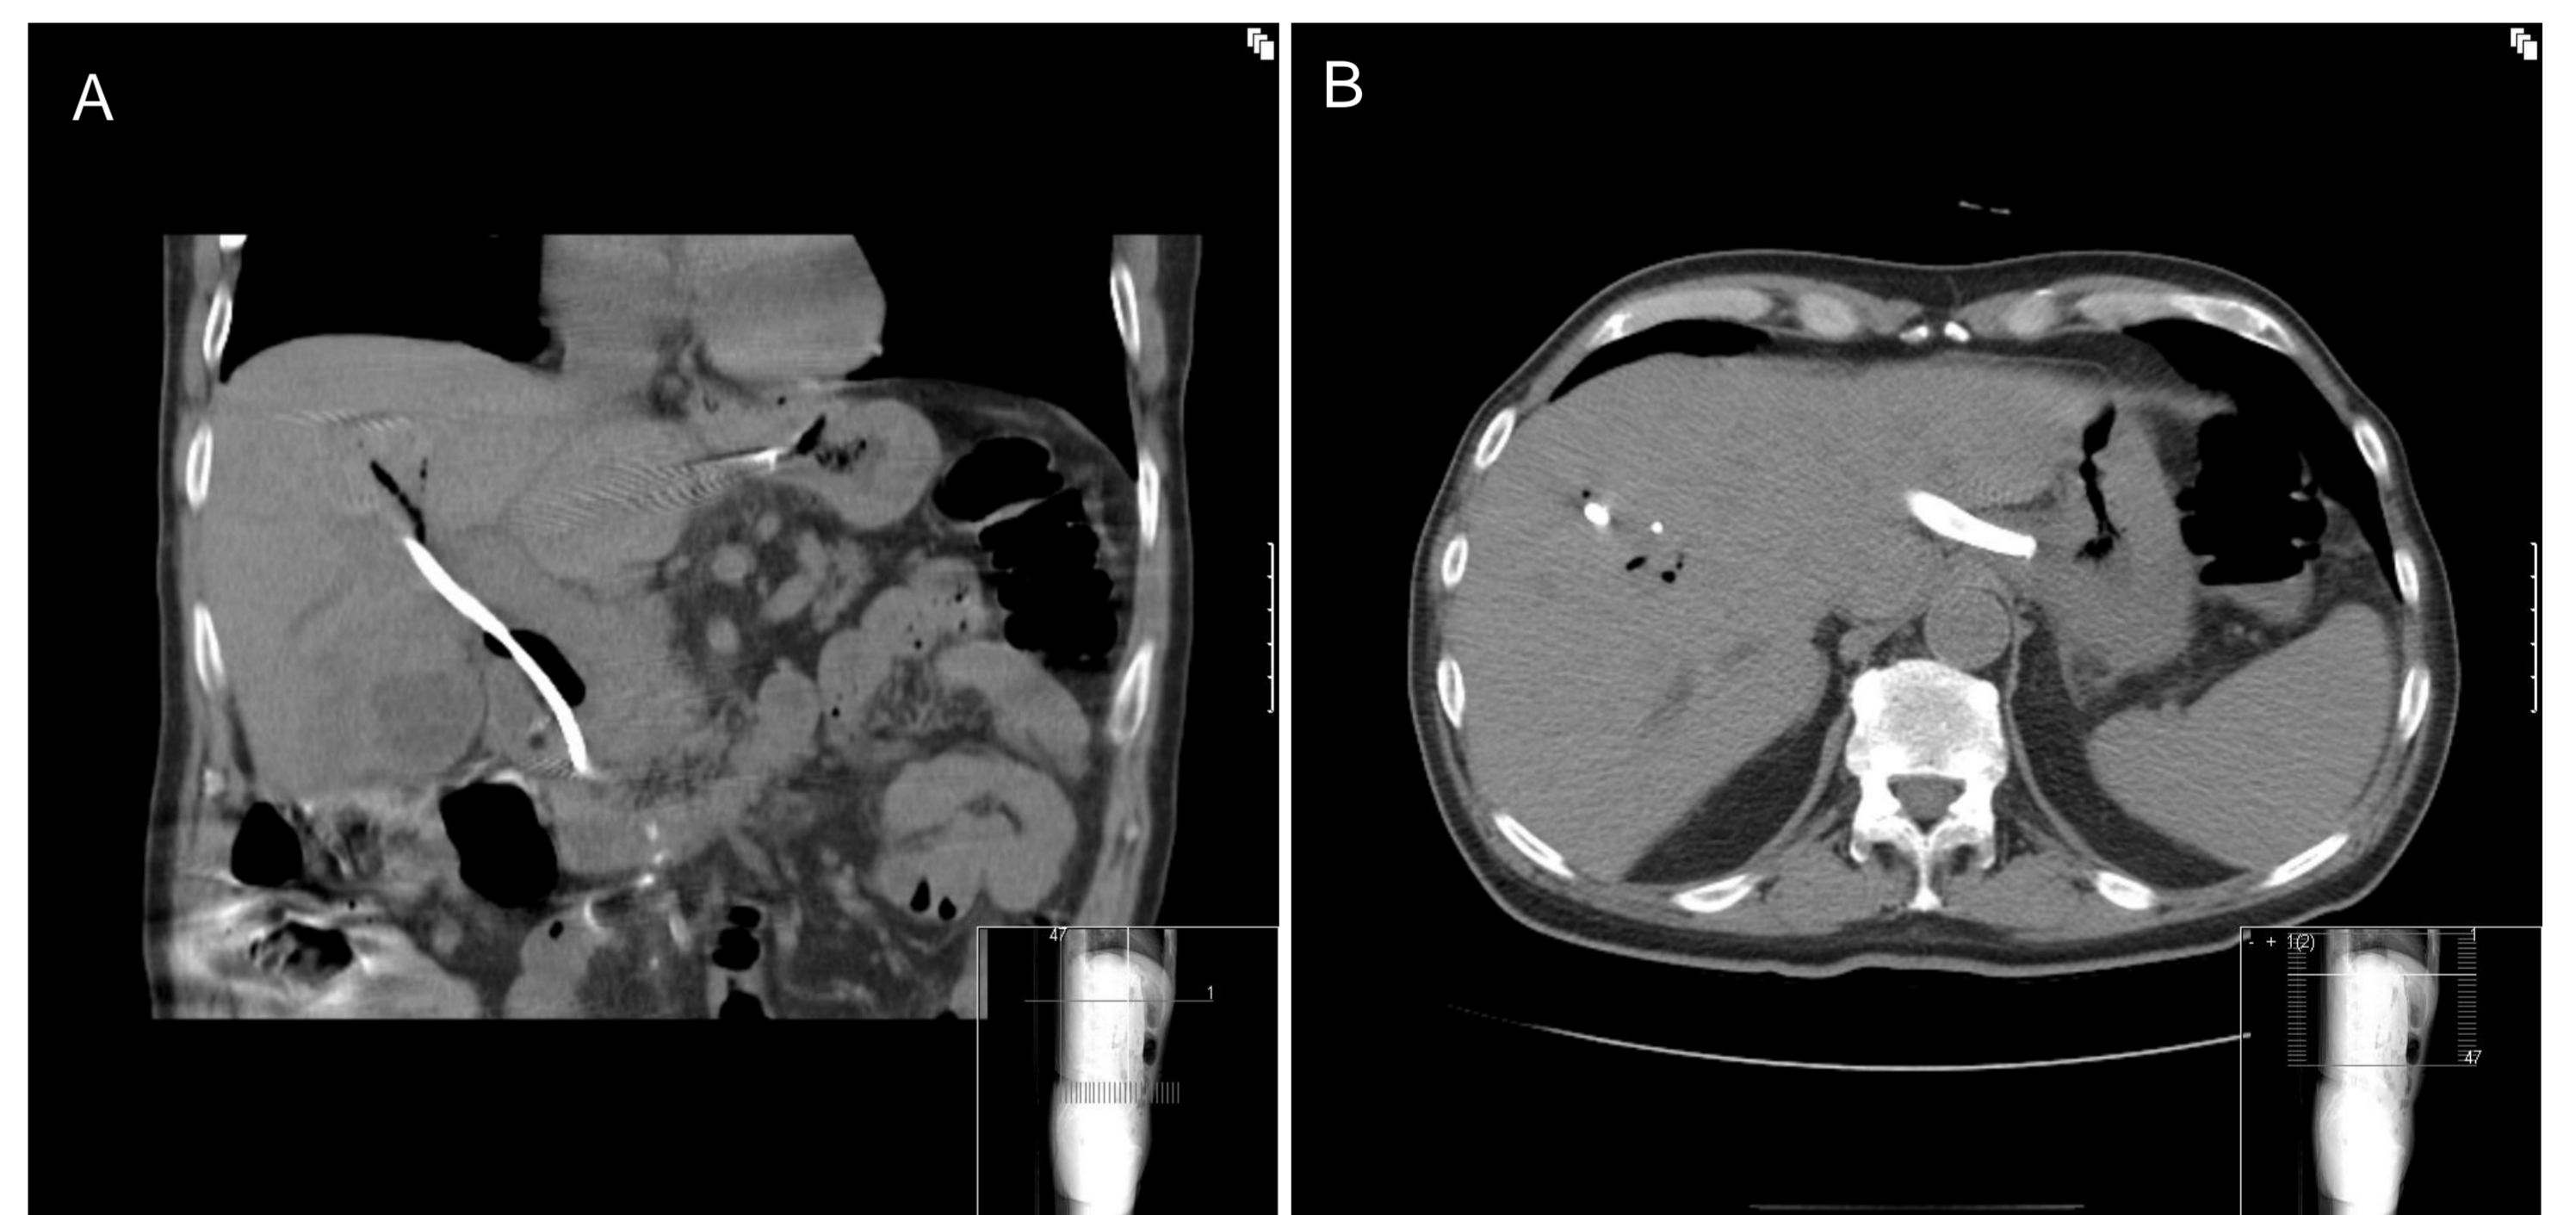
CT-Morphologie nach Stentimplantation mit nun dekomprimierten Gallengängen: A: Coronare Schicht mit DHC-Stent; B: Axiale Schicht mit transgastralem Metallstent
